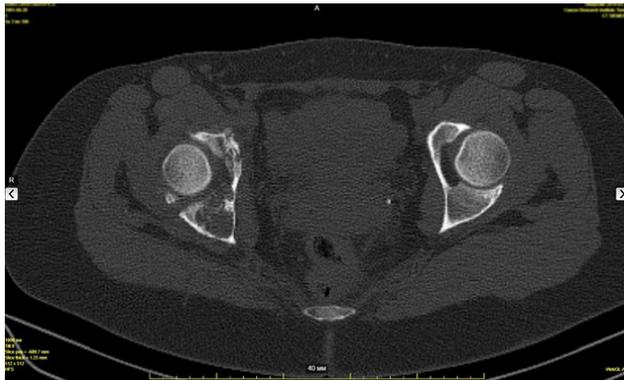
Исходная СКТ больной Л. Хондросаркома правой тазовой кости
